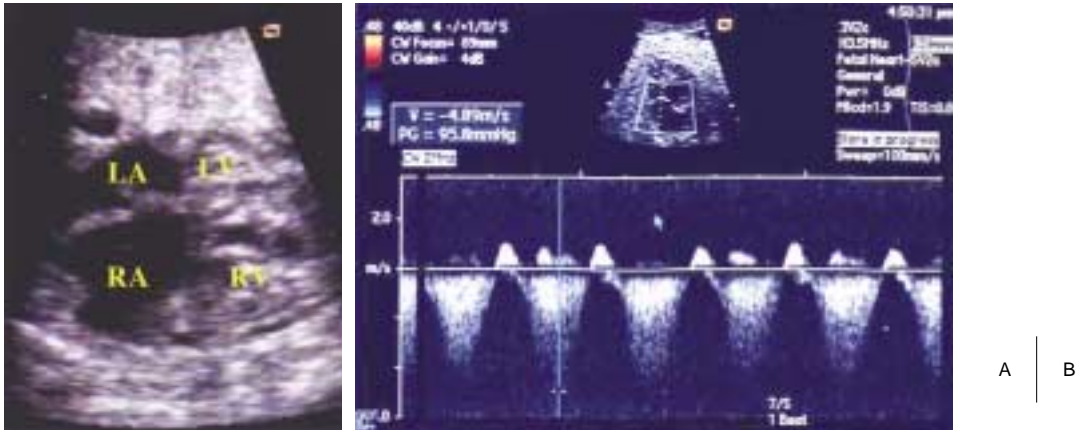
Fetal echocardiography(1)
